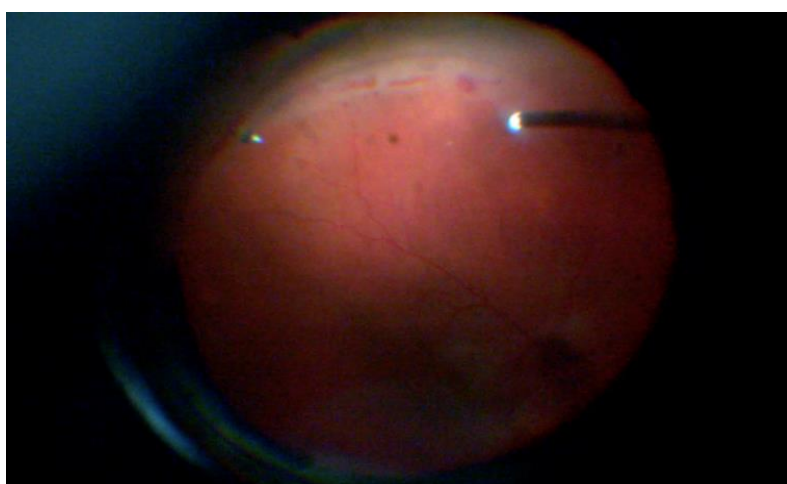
Ретинальные разрывы, локальная отслойка сетчатки, обнаруженные у пациента в процессе витрэктомии через 2 суток после тяжелой контузии
